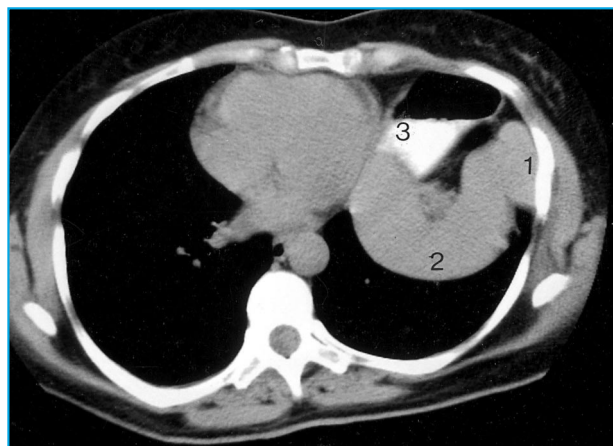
Tomografia computadorizada de um corte do tórax, mostrando o baço (1), o cólon (2) e o estômago preenchido com ar e contraste no seu interior (3) hiperelevados, ocupando posição alta no hemitórax esquerdo
